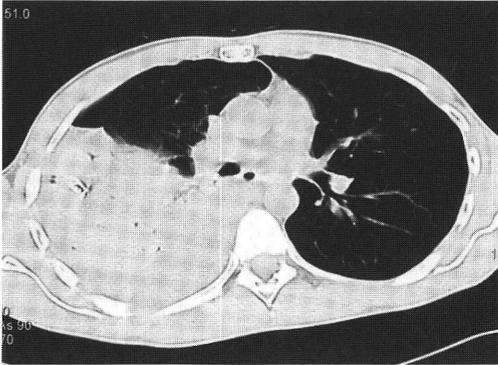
入院3日目胸部CT (症例2): 右胸腔内で出血が進行し、肺を圧排している。
